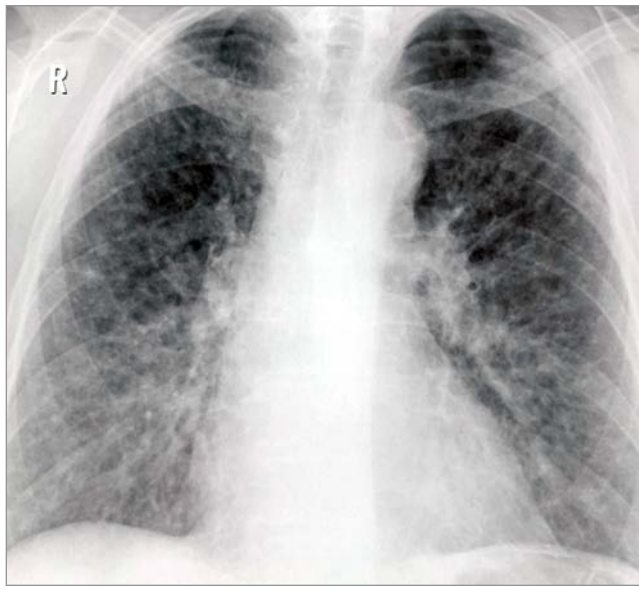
Рентгенограма хворої А., 59 років. Кір, 15-й день хвороби, субтотальна двобічна пневмонія, ГРДС
